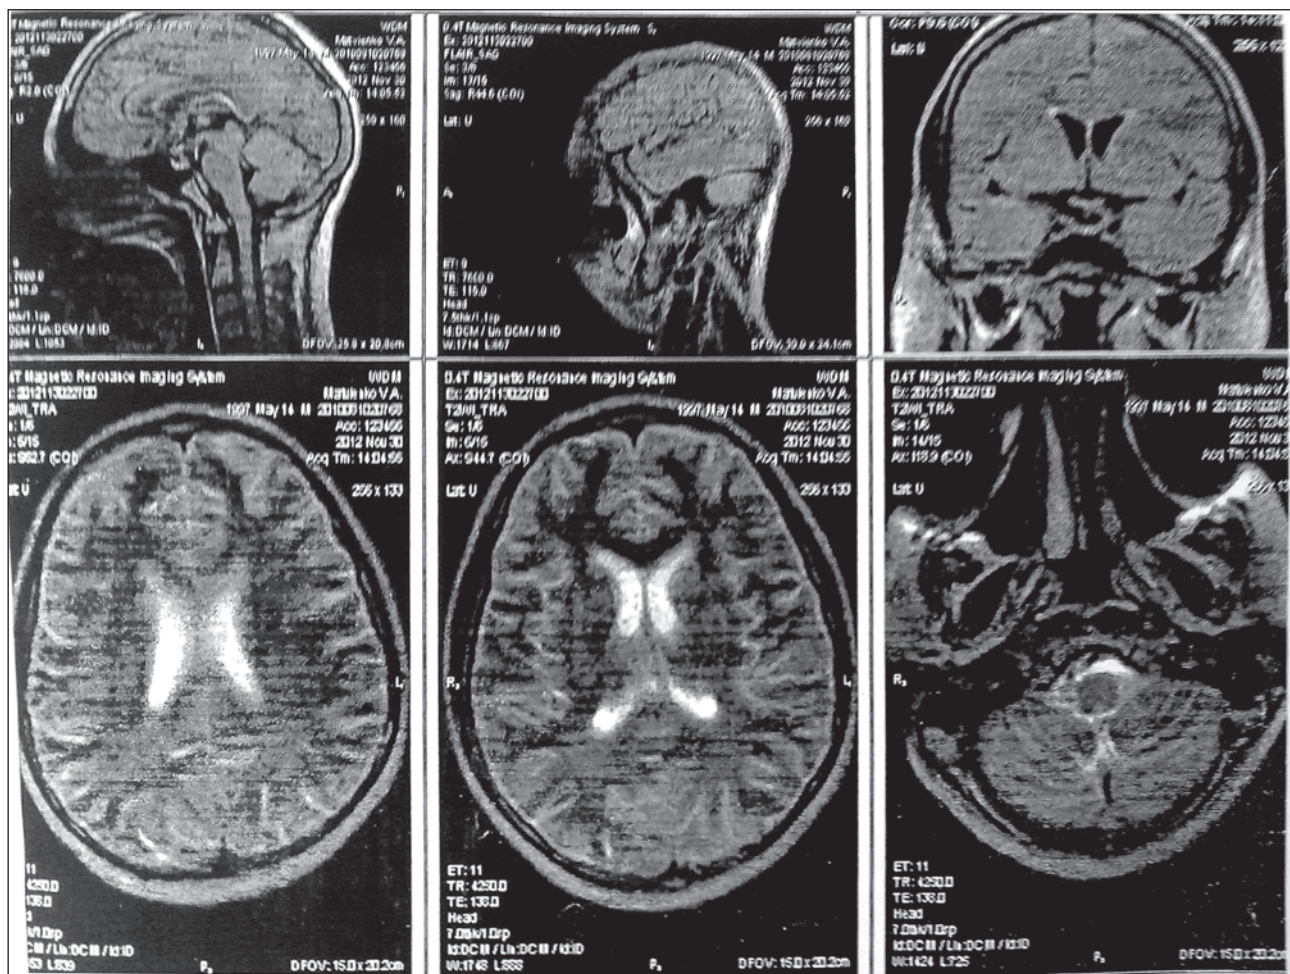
МРТ головного мозга через месяц лечения
